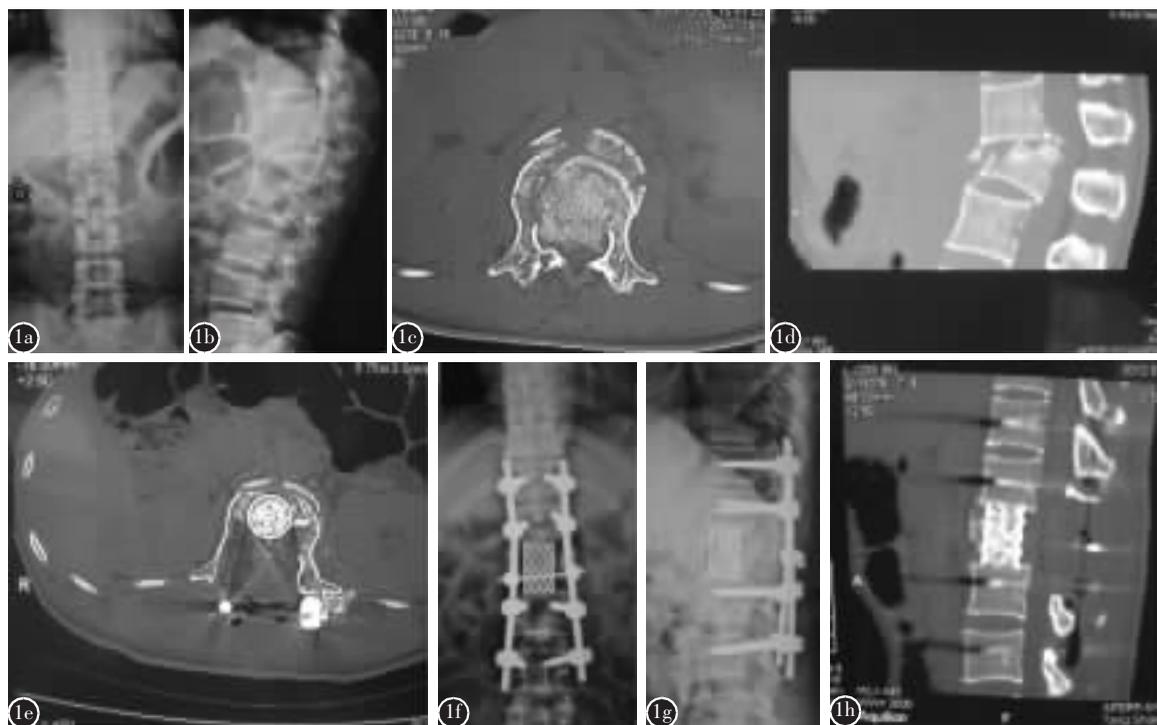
患者女,36 岁 a、b 术前腰椎正侧位 X 线片示 L1 椎体爆裂骨折 c 术前 L1 CT 平扫示 L1 椎体爆裂骨折,椎板骨折,属于三柱损伤,椎管内占位 d 术前腰椎矢状位 CT 示 L1 椎体高度丢失,Cobb 角变大,后凸畸形 e 术后第 4 天 L1 椎体 CT 平扫示椎管减压彻底,无压迫 f、g 术后 6 个月腰椎正侧位 X 线片示伤椎高度恢复,内固定物位置良好 h 术后 6 个月腰椎矢状位 CT 示钛网内植骨融合
